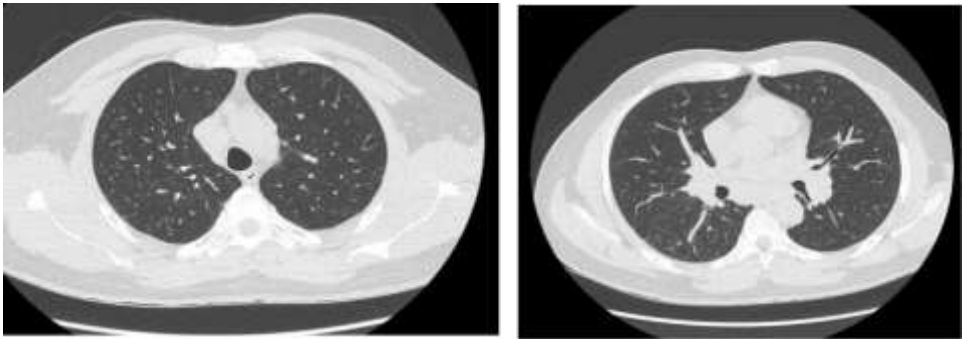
TAC de Tórax sin contraste intravenoso, sospecha de sarcoidosis.
